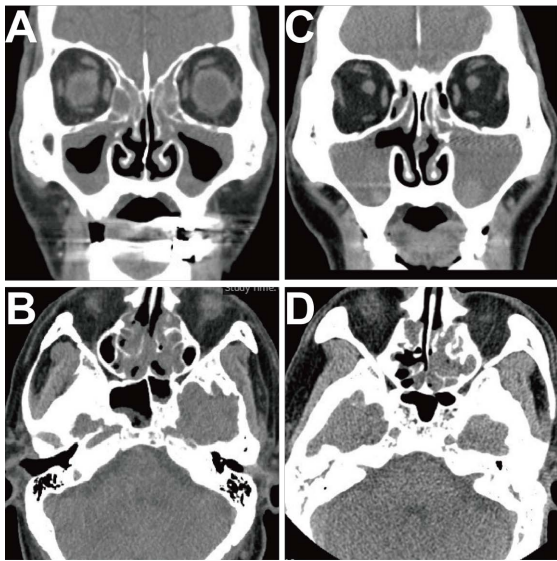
Representative sinus CT images of CRSwNP. (A) Coronal image of a patient with ECRSwNP; (B) Axial image; (C) Coronal image of a patient with non-ECRSwNP; (D) Axial image
